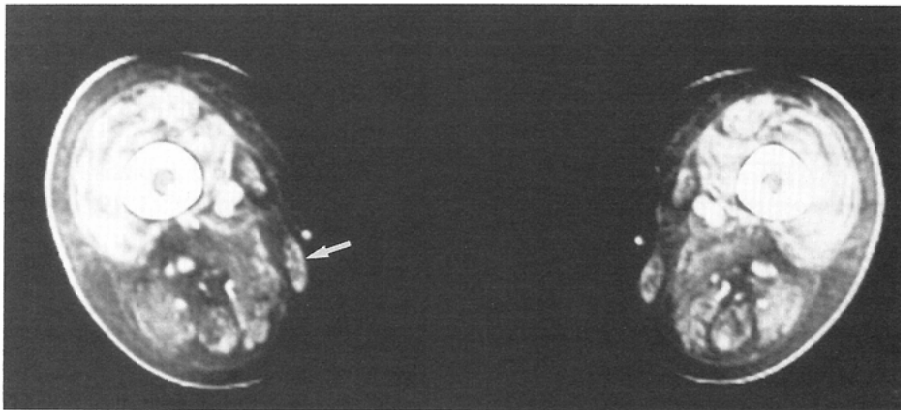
CT scan through the thigh of a 48-year-old man with LG. The gracilis (arrow) is of a much lower density than the quadriceps. The densities of the hamstrings except for biceps femoris are slightly less than the biceps femoris.
